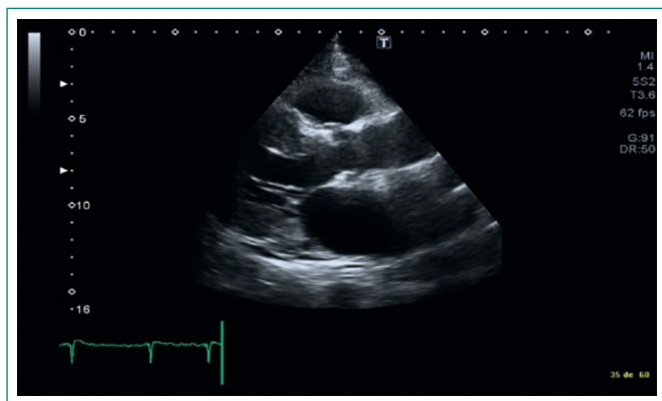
Ecocardiograma transtorácico (eje paraesternal largo), que muestra hipertrofia severa del ventrículo izquierdo y dilatación de la aurícula izquierda
